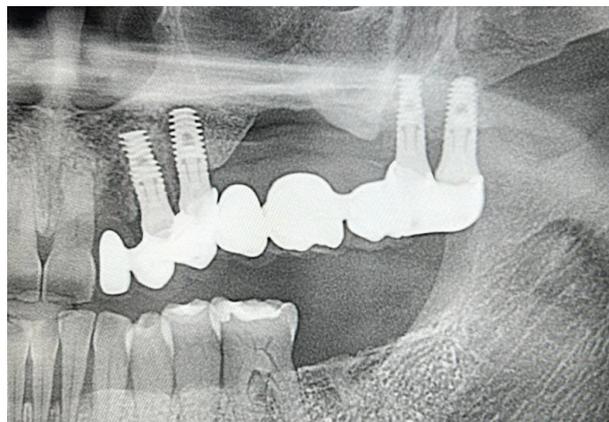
Radiografía para comprobación final de ajuste.
